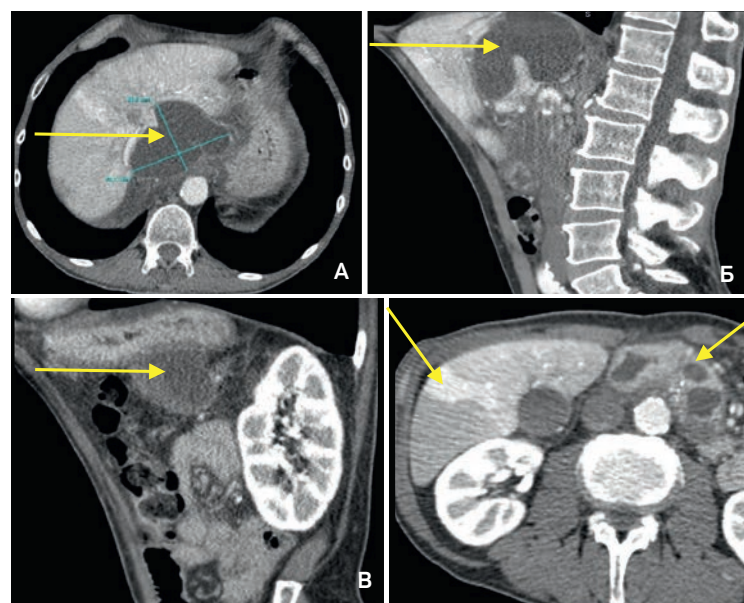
(А-Г). Больной К., 55 лет, МСКТ до операции
